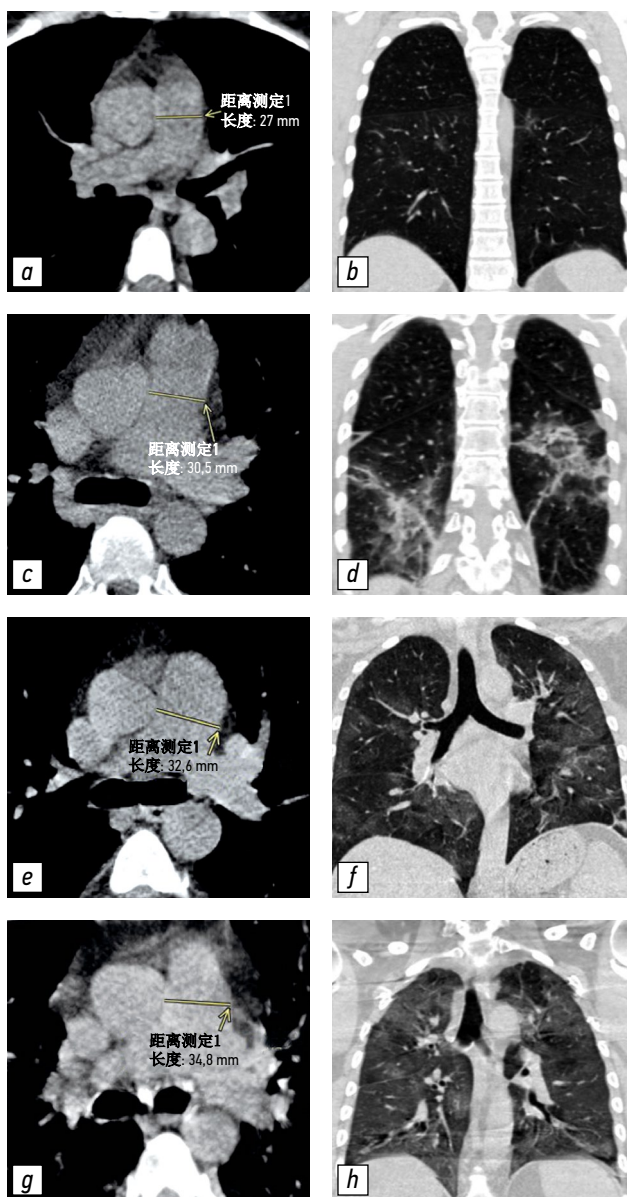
具有不同 PA 直径和肺部受累程度的 CT 图像示例: a、b - 未扩张的 PA (27.0 毫米), CT-1 肺部受累程度 (小于 25%); c、d - 肺损伤程度 CT-2 (25-50%) 增大的 PA (30.5 毫米); e、f - 扩张的 PA (32.6 毫米), 肺损伤程度为 CT-3 (50-75%); g、h - 肺损伤程度 CT-4 (大于 75%) 的扩张 PA (34.8 毫米)。CT - 计算机断层扫描; CT 1-4 - 用于视觉评估患者全身状况严重程度对 COVID-19 肺部变化的放射学迹象的性质和严重程度的依赖性的改编量表; PA-肺动脉。
